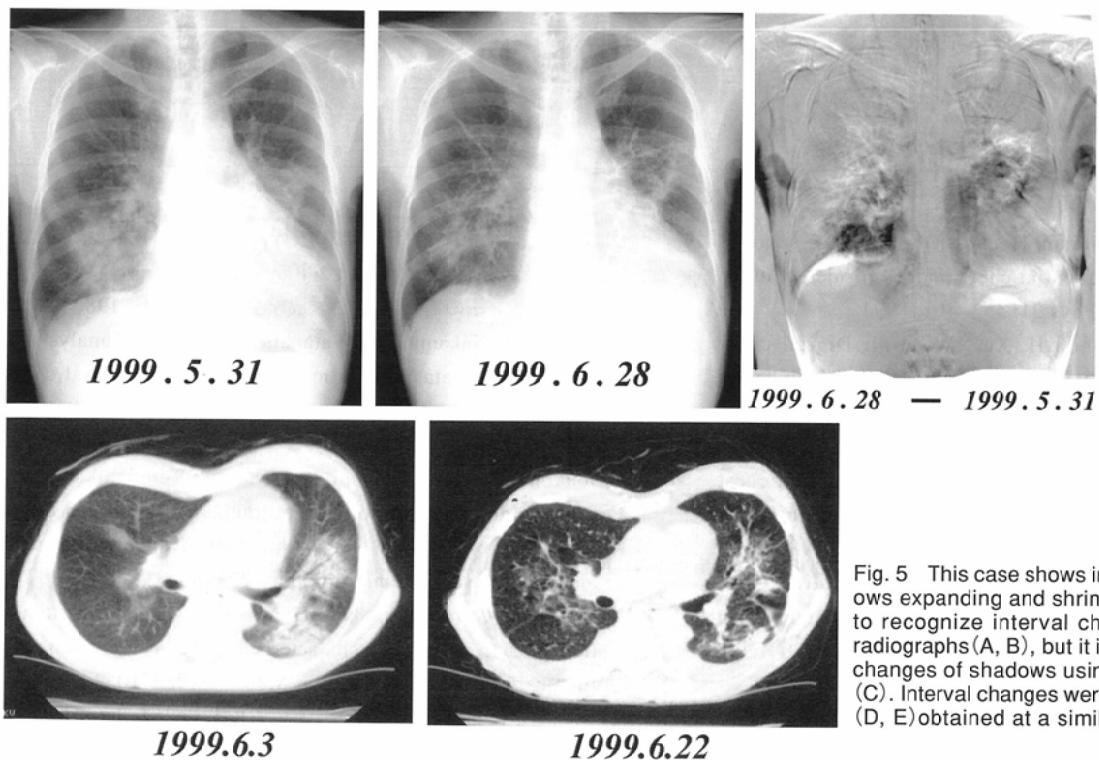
This case shows intermixed images of shadows expanding and shrinking in size. It is possible to recognize interval changes only with the CR radiographs (A, B), but it is easier to determine size changes of shadows using the subtraction images (C). Interval changes were confirmed by CT images (D, E) obtained at a similar period of time.
